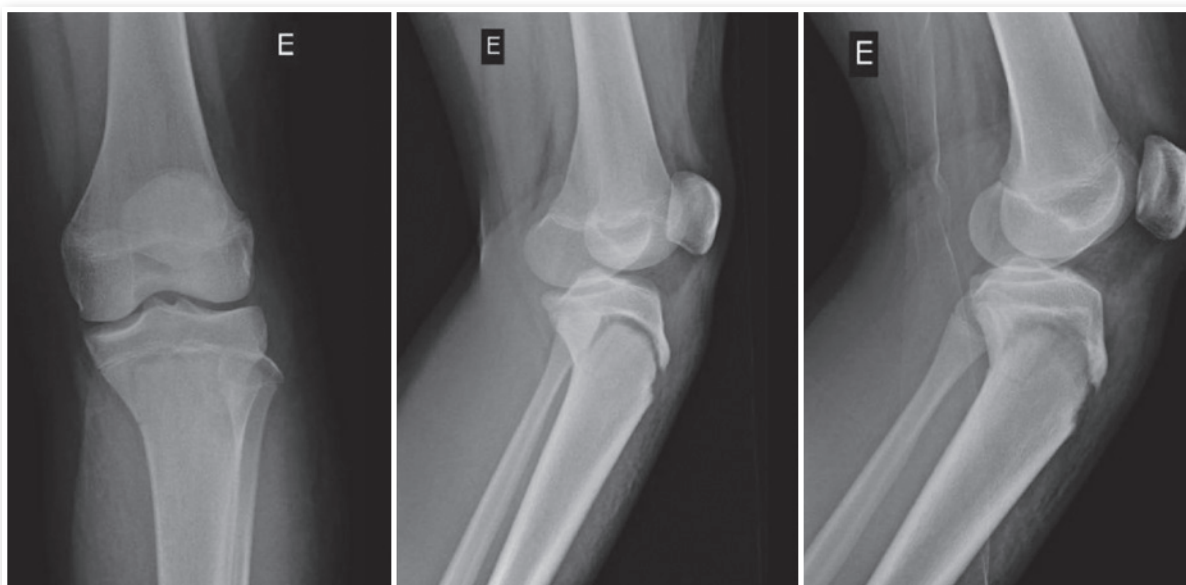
Radiografias do joelho esquerdo nas incidências anteroposterior, oblíqua e perfil.
